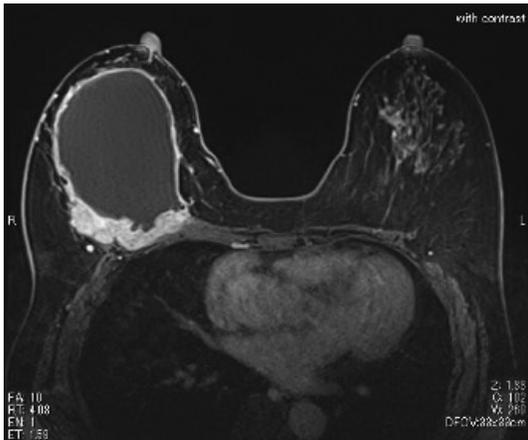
大胸筋合併乳房全摘術+腋窩リンパ節郭清レベルⅡ術前のMRI画像 (T1強調脂肪抑制造影MRI後期相)：右乳房に長径11cm程度の嚢胞性腫瘤を認め、深部の辺縁に拡散制限を伴う充実成分を認めた。充実成分は大胸筋に浸潤していた。Dynamic studyで充実成分はrapid rise-washout patternのTIC (Time Intensity Curve) を示していた。
